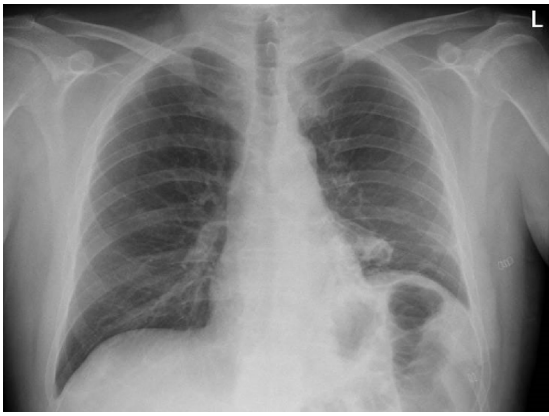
Radiografía postoperatoria. Leve elevación hemidiafragma izquierdo.
